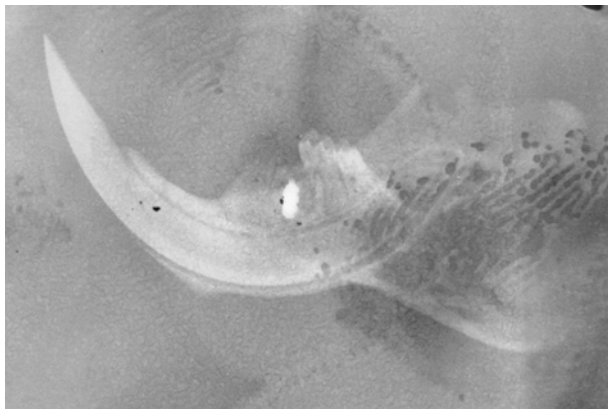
Стан кістки нижньої щелепи після дентальної імплантації при розвитку остеоінтеграції на фоні місцевого опромінення 41-60 Гр, 21 день (рентгенограма).
